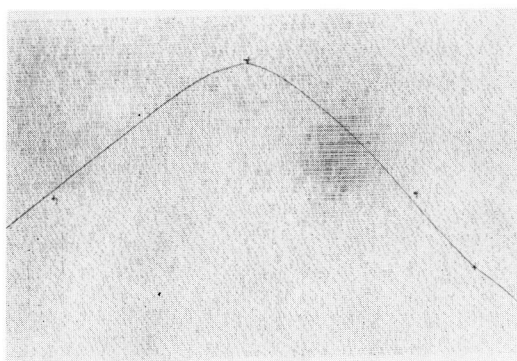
Adrenal scintigram of Case 3, 6 days after ^{131}I -19-Adsterol administration (anterior view).
